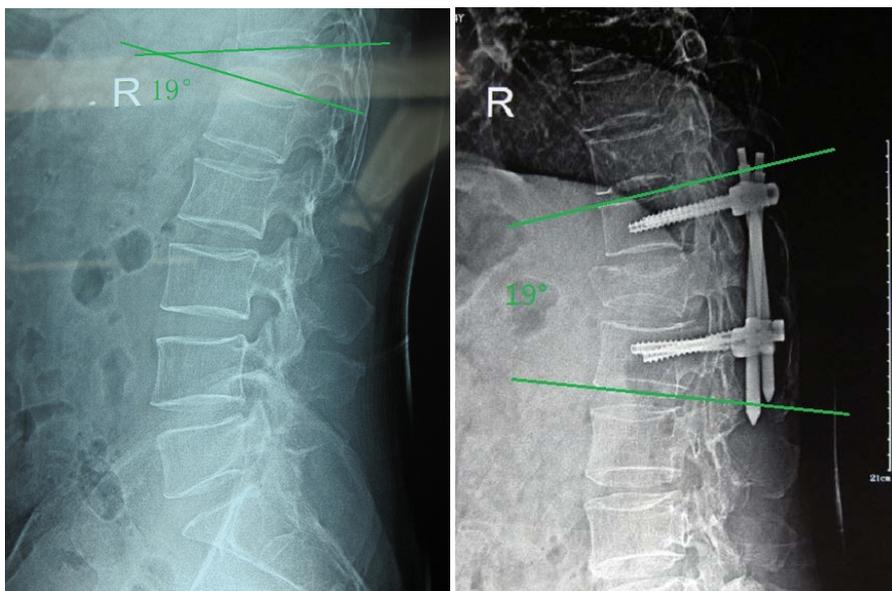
X-ray before and after operation by postural reduction and universal pedicle screw fixation
